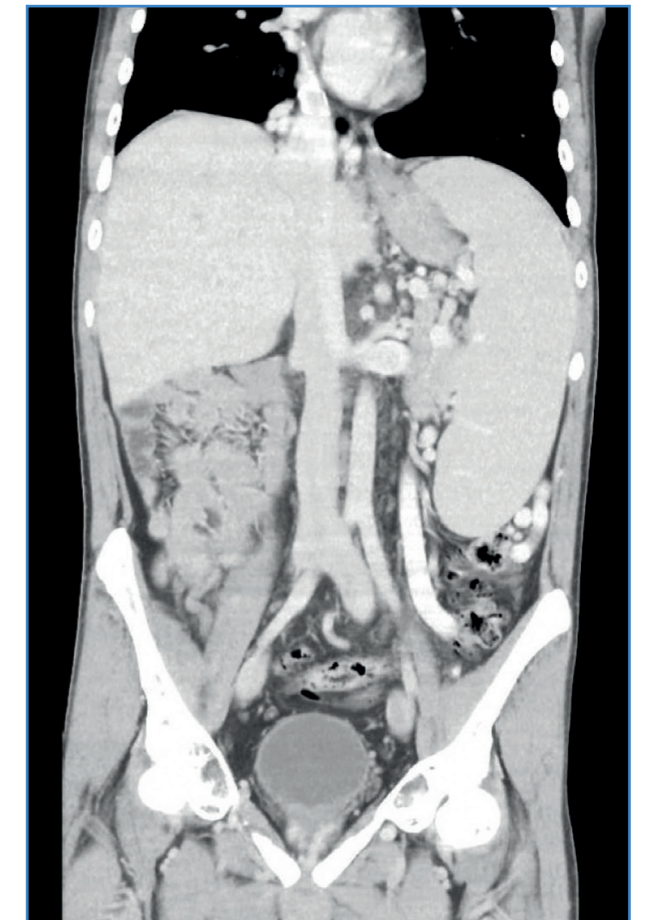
Angio-TAC a los dos meses. Completa resolución del pseudoaneurisma y del hematoma retroperitoneal.
